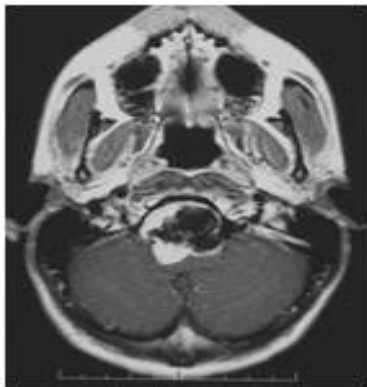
IRM préopératoire avec injection de gadolinium en coupe axiale (a) et sagittale (b) montrant une volumineuse tumeur, hétérogène, avec une partie périphérique charnue et une partie centrale nécrotico kystique.
